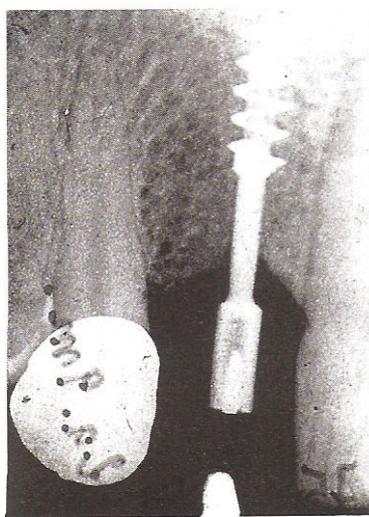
Radiografia dell'impianto a vite cava eseguita poco prima dell'intervento di estrazione; l'impianto, in sito da 3 anni e 9 mesi, dovette essere estratto per cause extraimplantari
